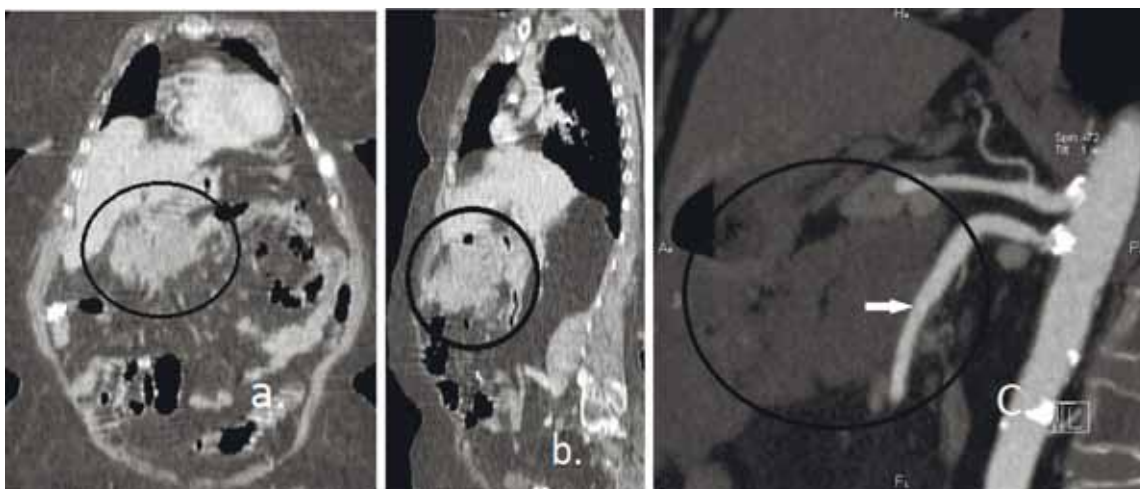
МСКТ. Мультипланарная реконструкция; а – коронарная и б – сагиттальная плоскости; визуализируется опухолевый конгломерат в эпигастриальной области с нечетким неровным контуром; с – КТ-ангиография; сагиттальная плоскость, MPR; образование деформирует верхнюю брыжеечную артерию, без признаков прорастания и компрессии
